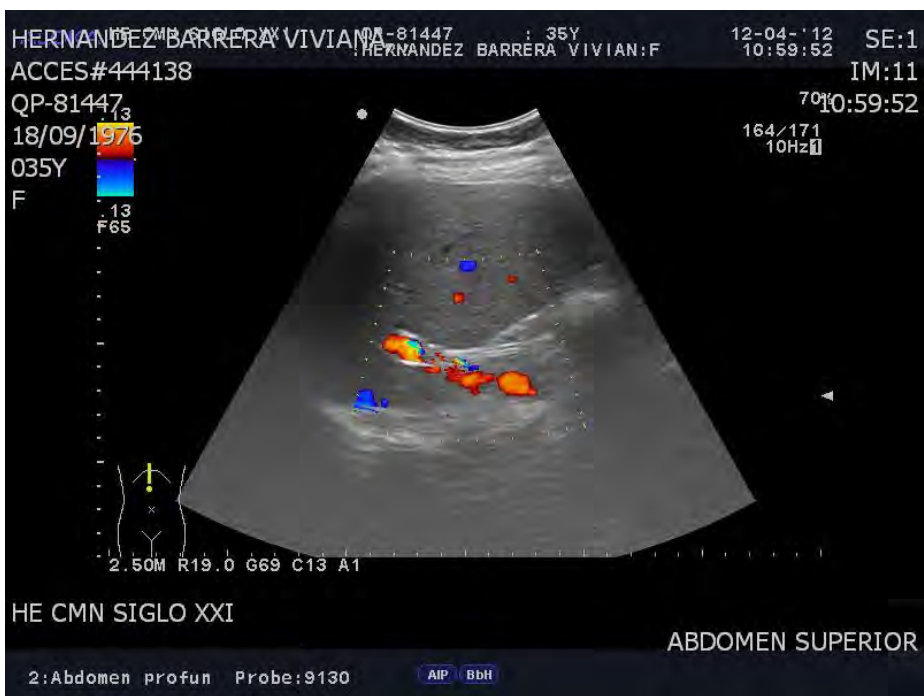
USG Doppler. Lesión vascularizada ocupativa en hígado
